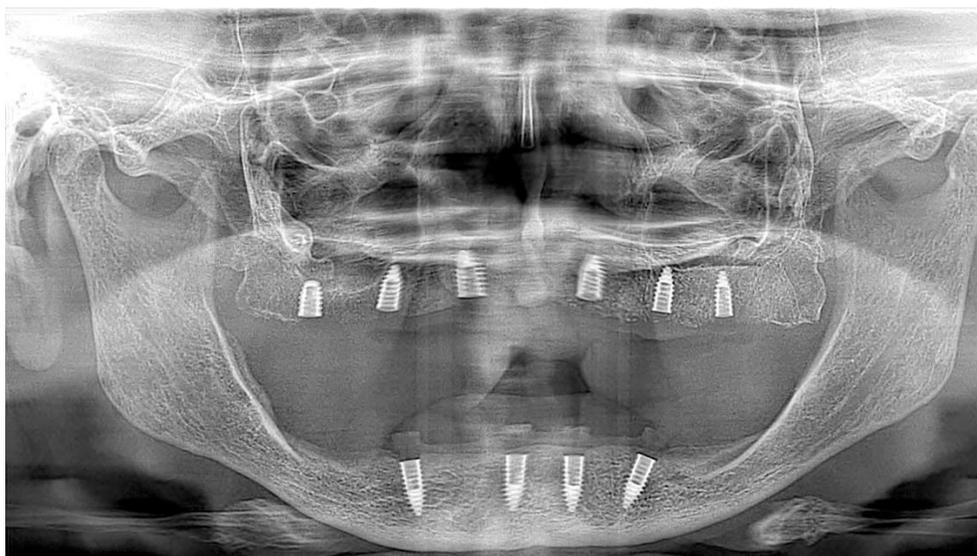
Radiografía con 6 implantes superior e inferior con 4 implantes
